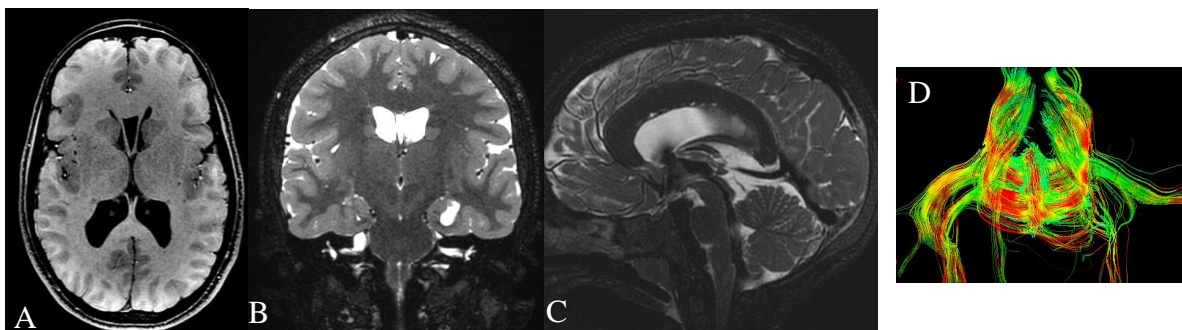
RM da paciente 7.1. Mega Corpo caloso, predomínio anterior, com múltiplos pequenos espaços perivasculares na interface caloso septal identificados em imagem sagital T2 (C) e fibras com orientação anômala anteroposterior junto a sua margem superior identificadas em estudo de tratografia (D). Rotação incompleta hipocampal identificada em imagem coronal T2 (B). Núcleos da base com aspecto dismórfico identificados em T1 axial (A), observando-se espessamento da porção anterior da cabeça do caudado, putamen e do núcleo accumbens
